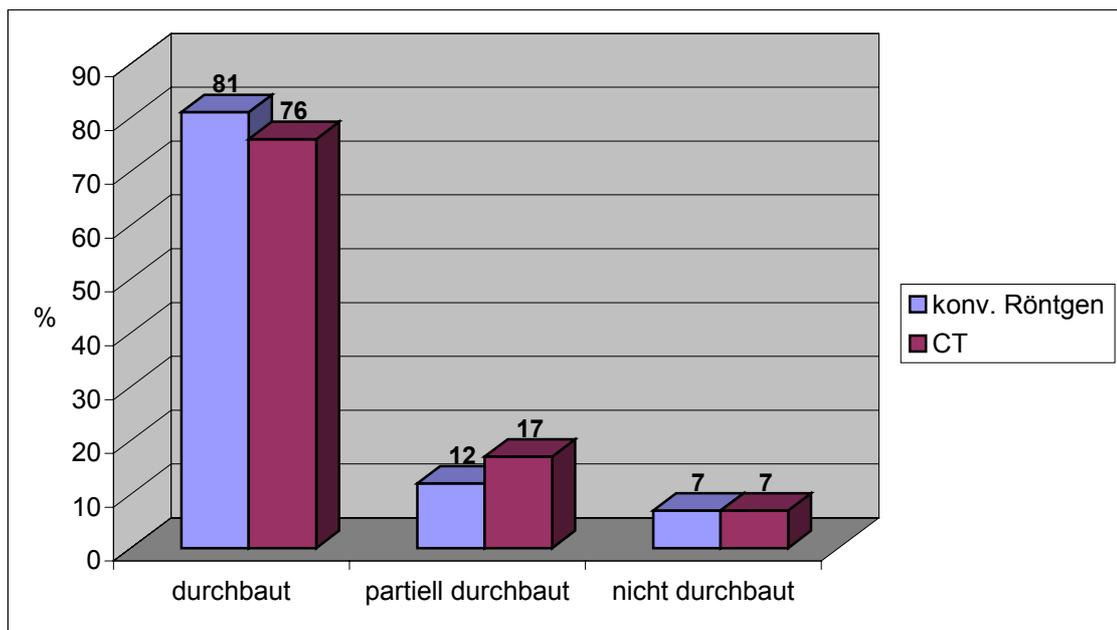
Vergleich der Konsolidierungsraten Röntgen/CT
